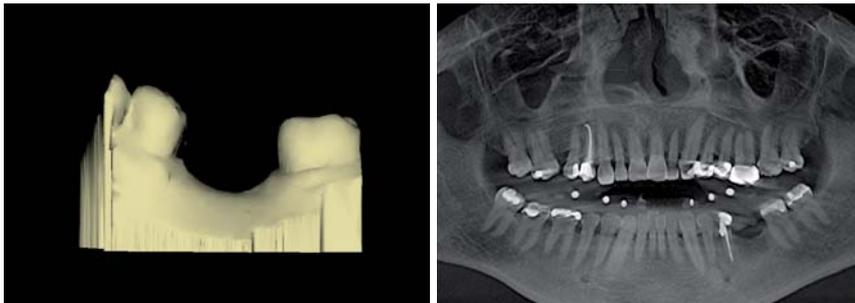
Verknüpfung von Intraoralscan-Datensatz (SSI) und 3-D-Röntgendaten (DICOM).
